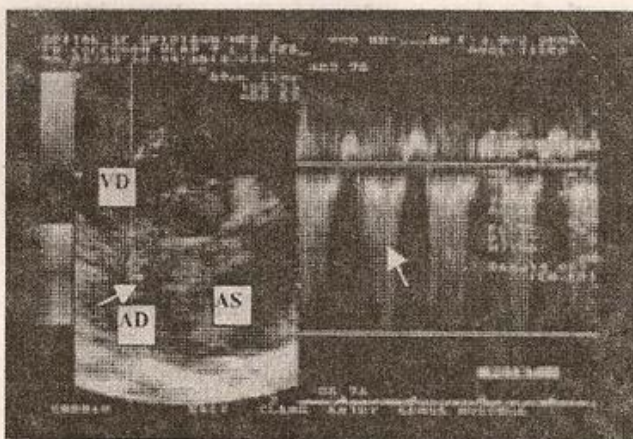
Hipertensiune arterială pulmonară, ecografie Doppler continuu secțiune apical 4 cavități. Refluare tricuspidiană sistolică cu viteză crescută; gradient ventricul drept - atriu drept = 58 mmHg.
